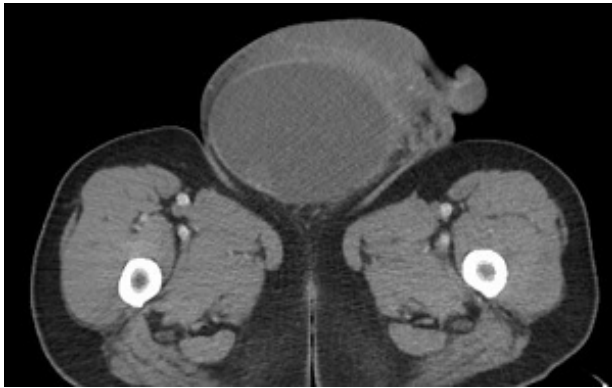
Imagen de TC en la que se refiere hallazgo de piocèle en hemiescrotro derecho
